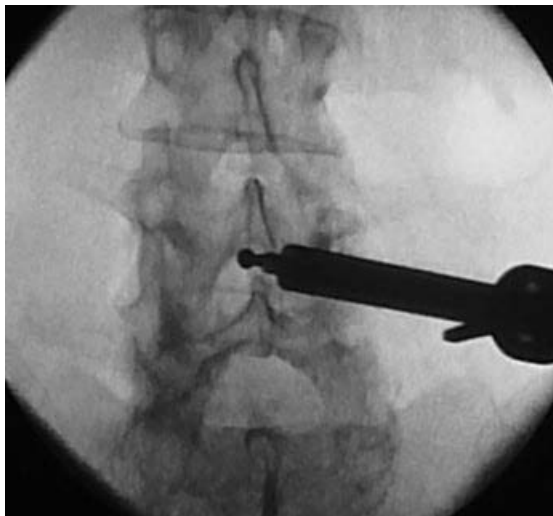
Интраоперационная рентгенография. Контроль положения высокооборотного бора при эндоскопической МКД
